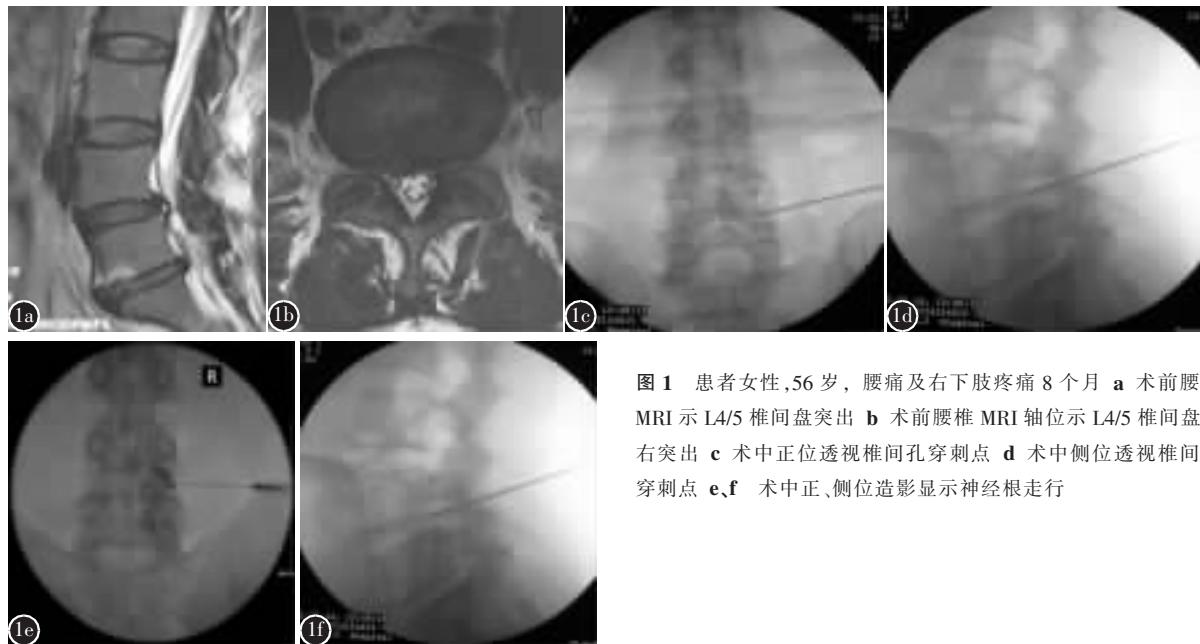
患者女性,56岁,腰痛及右下肢疼痛8个月。a术前腰椎MRI示L4/5椎间盘突出 b术前腰椎MRI轴位示L4/5椎间盘偏右突出 c术中正位透视椎间孔穿刺点 d术中侧位透视椎间孔穿刺点 e,f 术中正、侧位造影显示神经根走行
